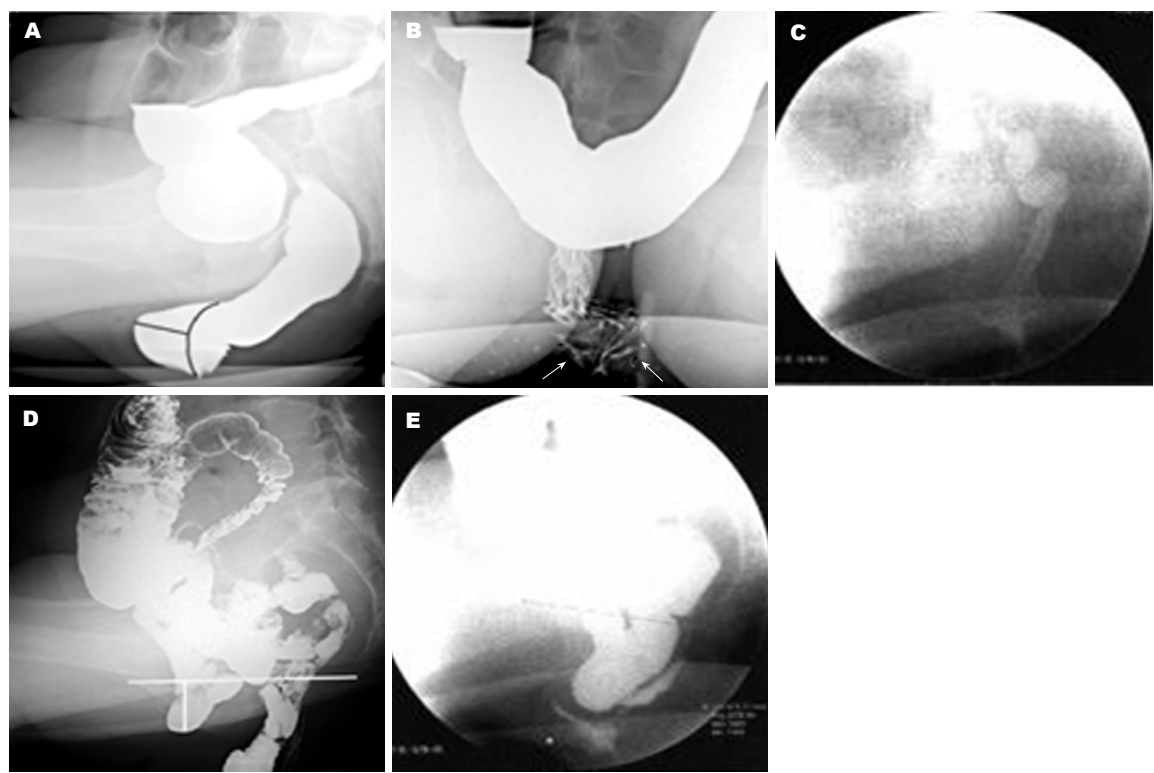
X线显示结果. A: 直肠前突伴膀胱、子宫脱垂; B: 直肠内套叠; C: 直肠黏膜内套叠; D: 小肠疝; E: 乙状结肠冗长, 盆底疝.
